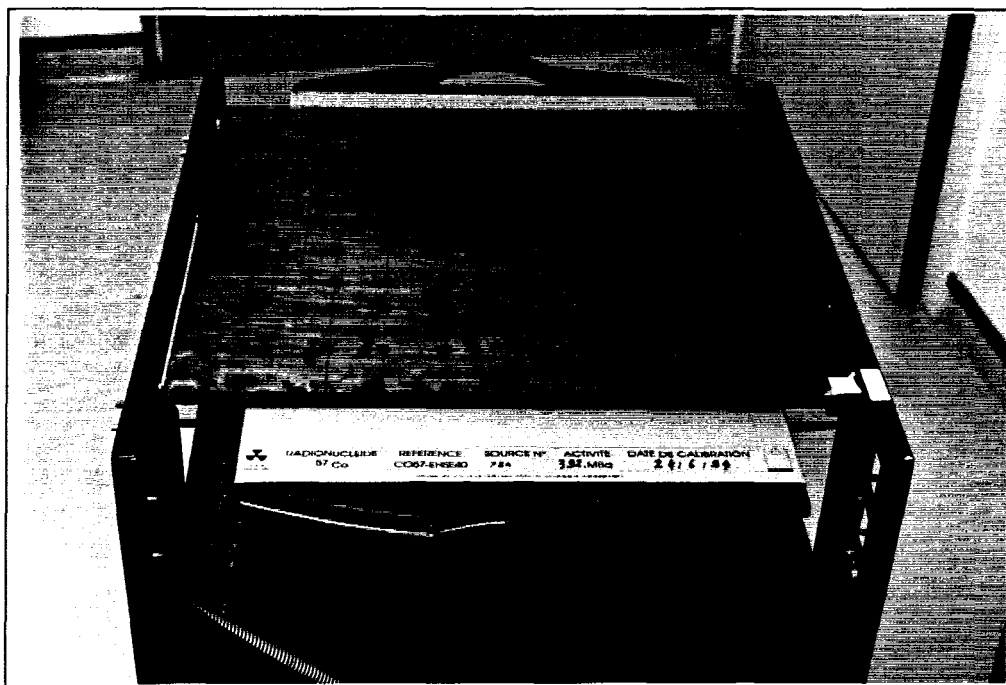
fantôme développé pour le calibrage du détecteur scintigraphique.
